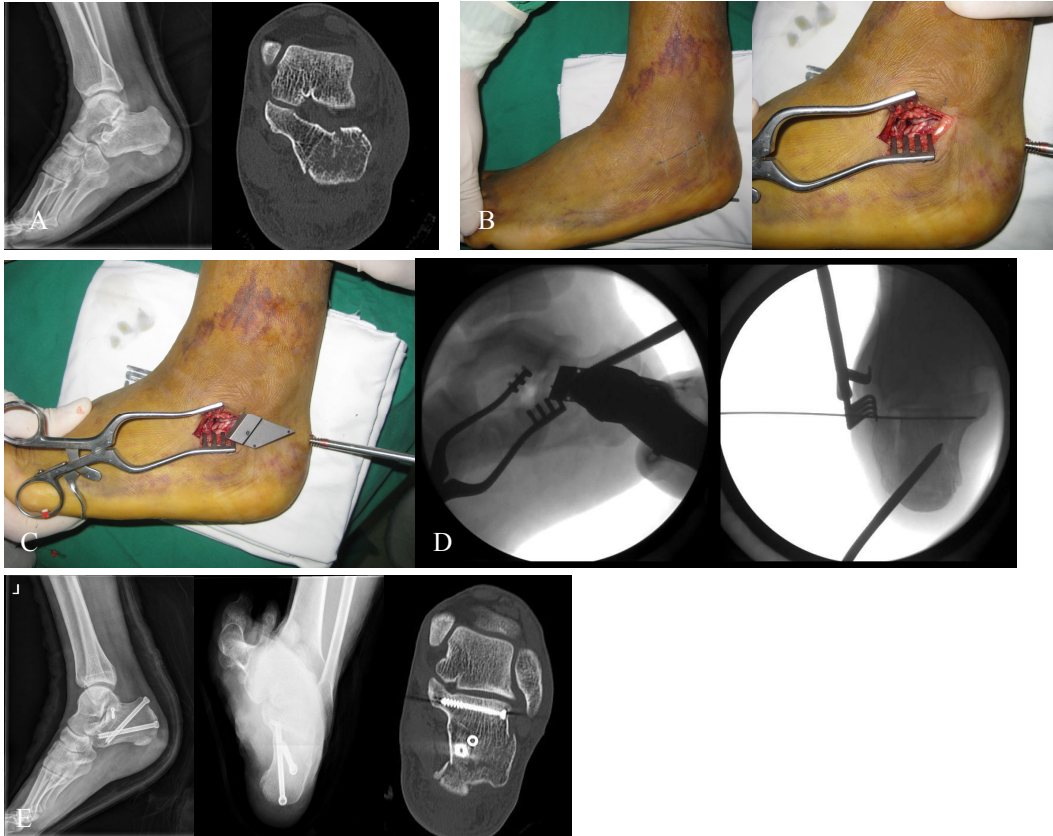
(A) Initial ankle lateral X-ray and semicoronal CT scan of a 40 years-old man with intraarticular calcaneal fracture demonstrating displaced posterior facet joint (tongue type, Sanders type IIA).
